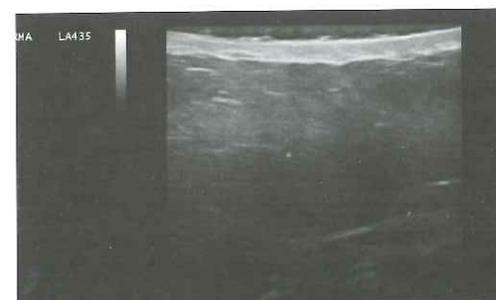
Ecografía de una lesión de morfea activa, previa al tratamiento con corticoides tópicos potentes, con engrosamiento de la dermis y aumento de la ecogenicidad de la hipodermis.
